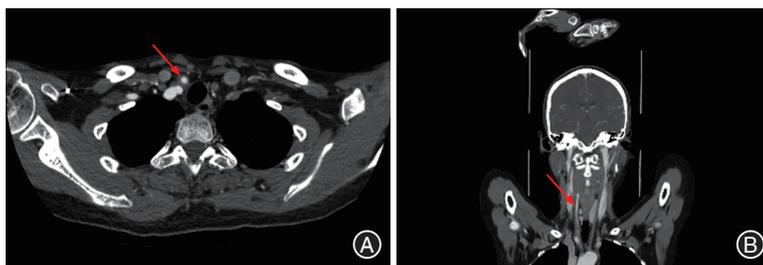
右侧颈部疼痛患者治疗前颈部CT多平面重建(MPR)图像 A:轴位,显示颈动脉分叉处的血管周围呈现偏心性炎症浸润(红色箭头所示);B:冠位,管腔轻中度狭窄(红色箭头所示)。
